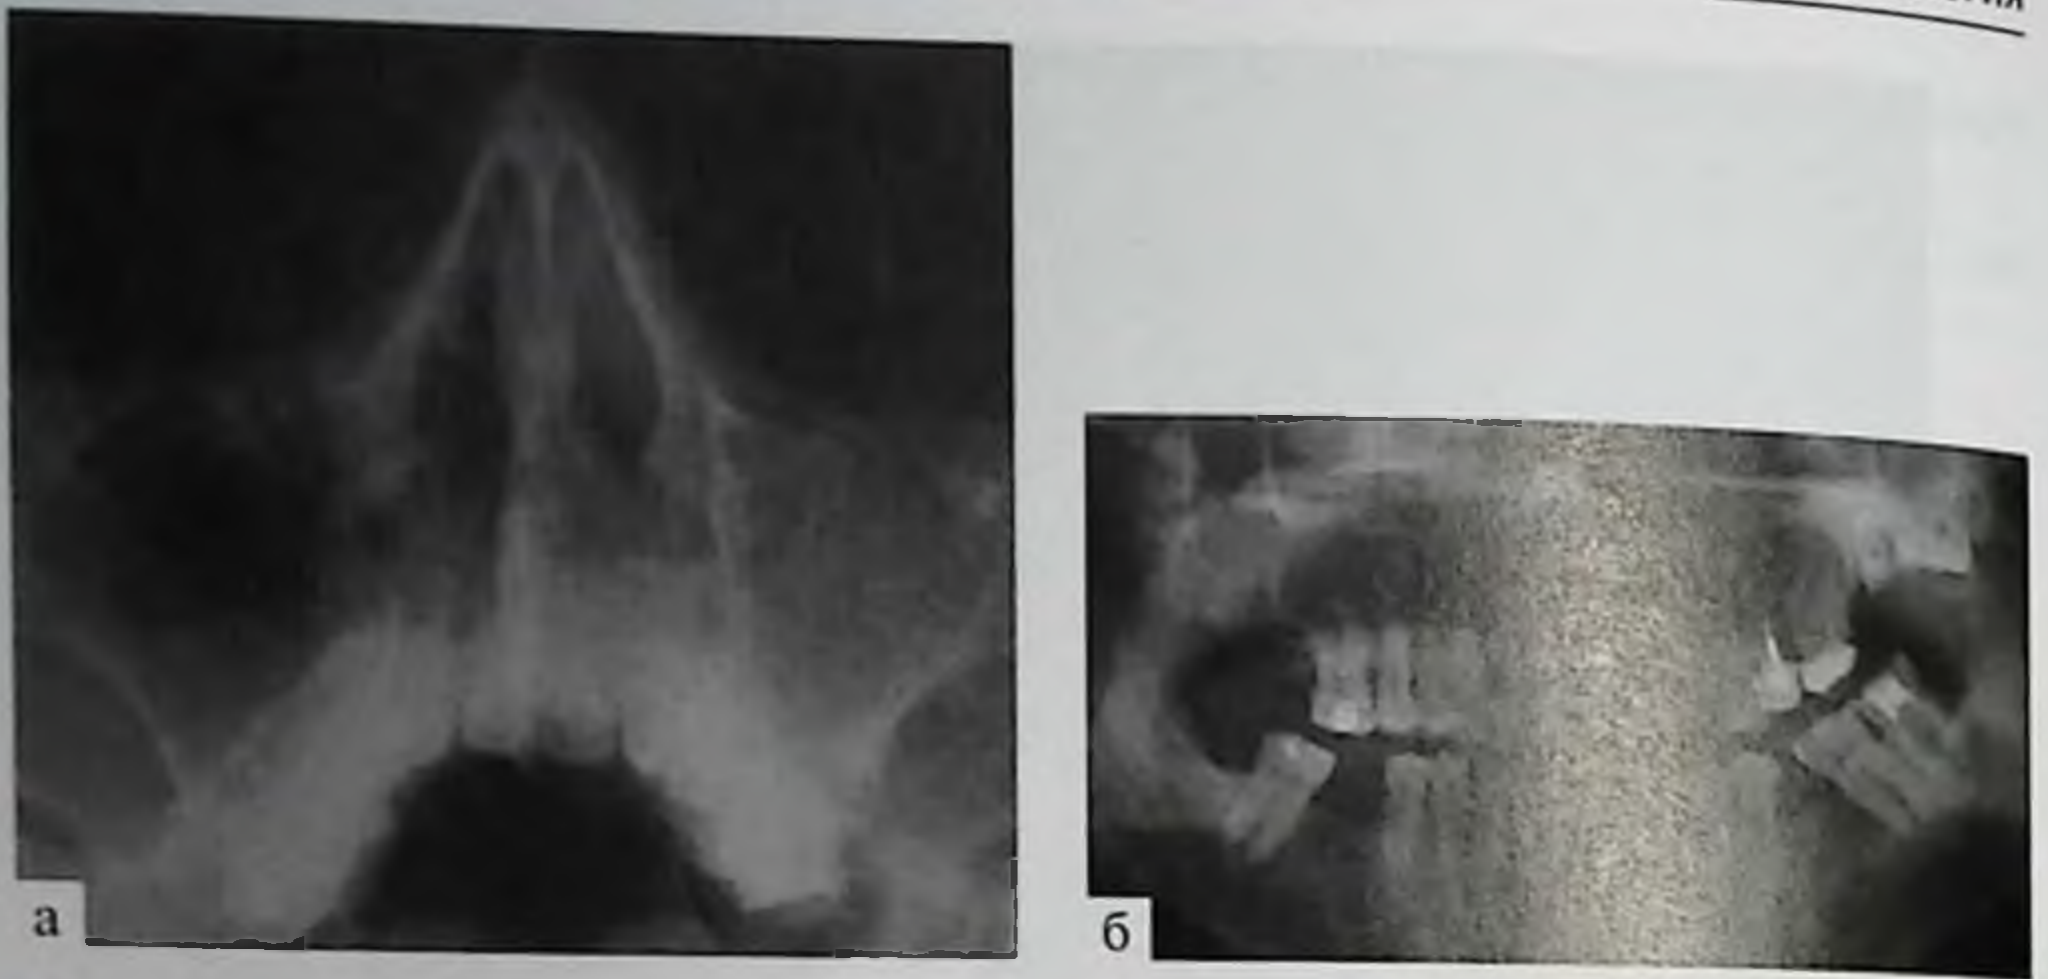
Прямая рентгенограмма черепа (а), отмечается гомогенное затемнение левого верхнечелюстного синуса. Ортопантомограмма (б), видны признаки хронического периодонтита зубов 25, 26, 27, 28
